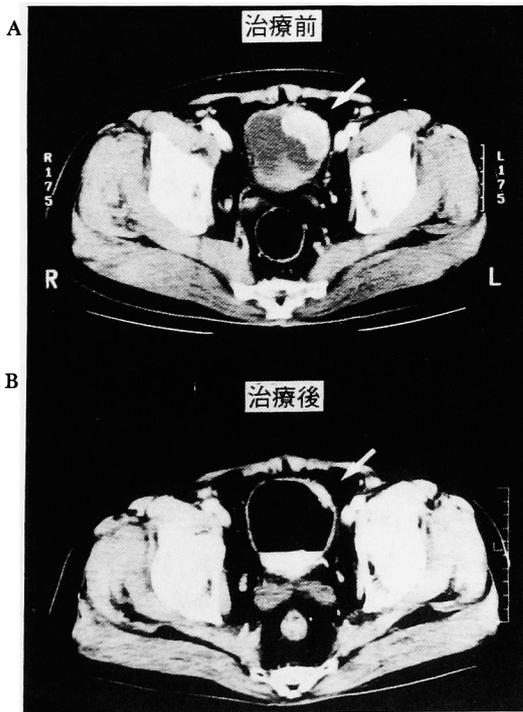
Pelvic CT before (A) and after (B) radiation showed partial remission of bladder tumor.
